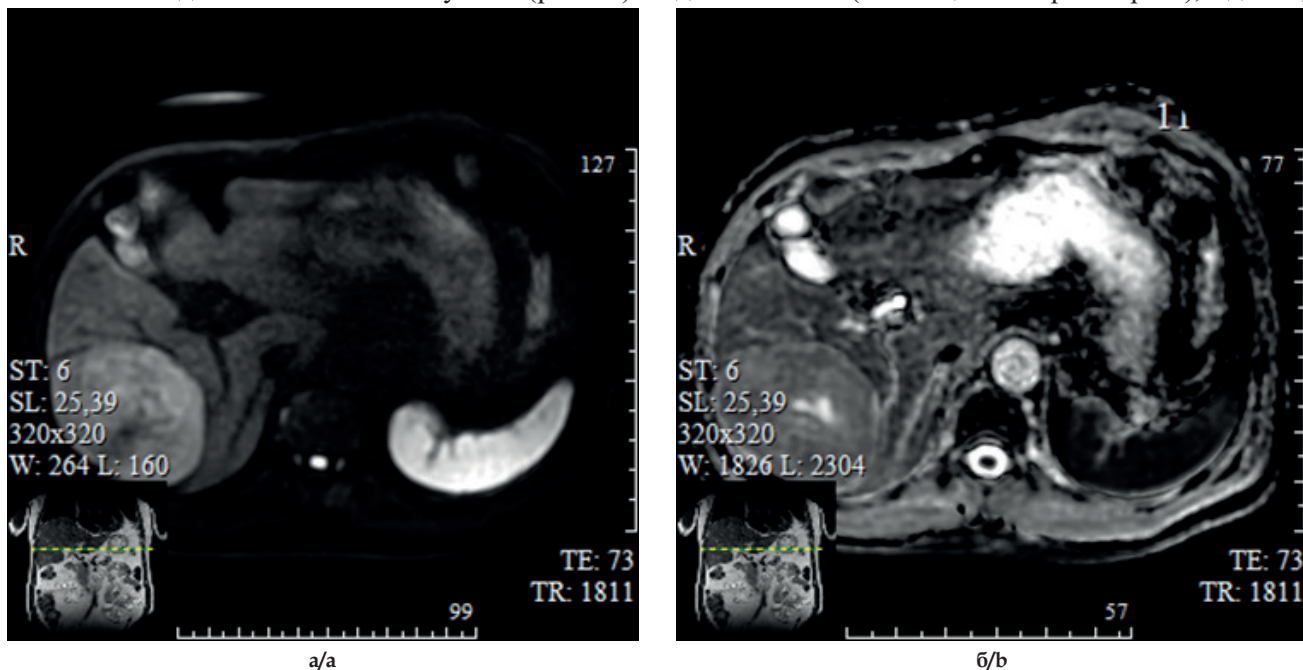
Результаты МРТ в режимах DWI (а) и ИКД (б).
